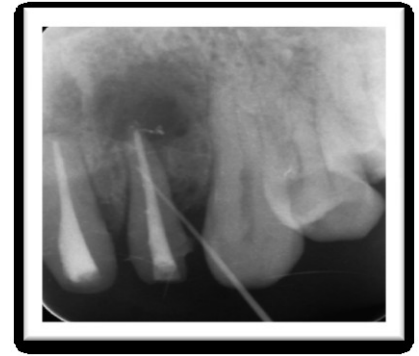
Examen radiologique (radiographie rétro alvéolaire] [94]
